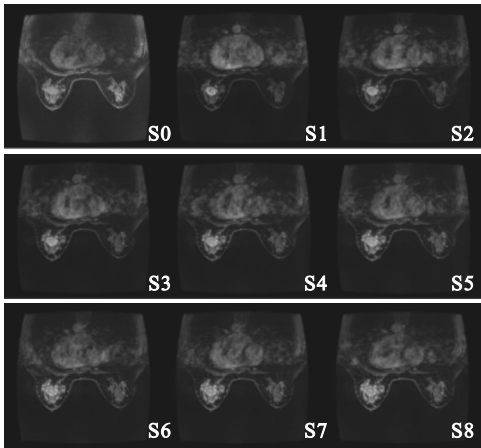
同一层各序列的 DCE - MRI 影像
